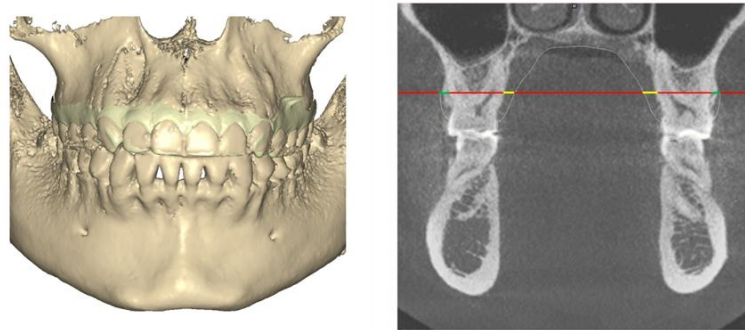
Superposición de un modelo digital de la arcada superior en el CBCT para realizar mediciones lineales a las corticales óseas y gingivales, tanto vestibulares como linguales. Fuente: archivo personal.*
